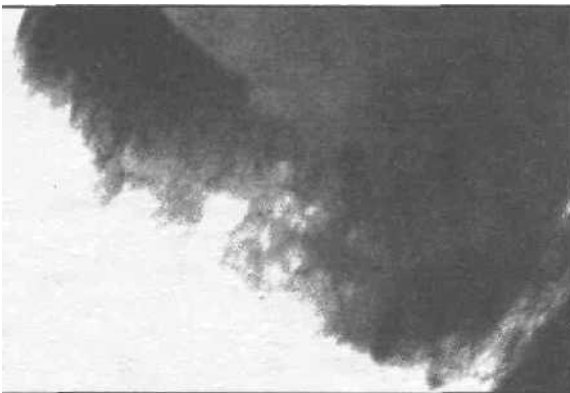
Рентгенографическая картина миксосаркомы нижней челюсти.
